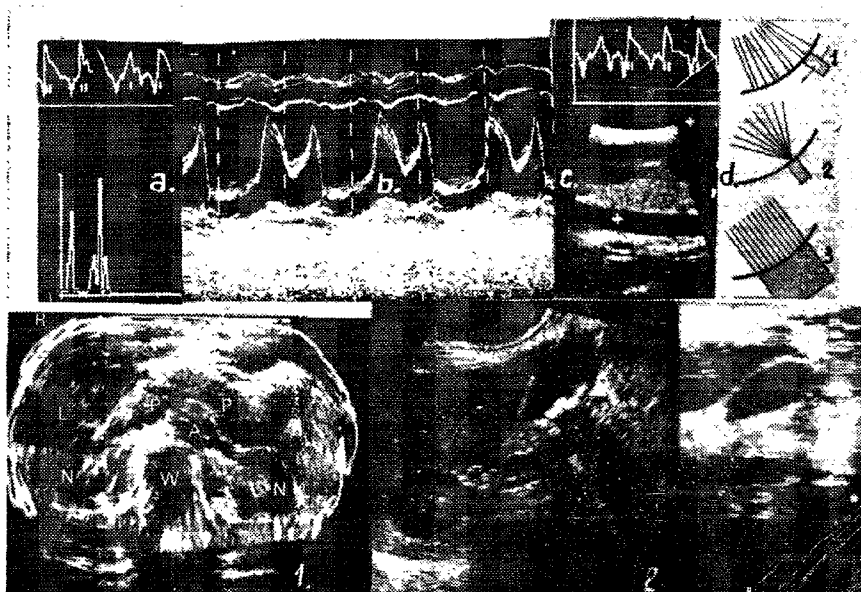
Modurile de ecografie și imaginile realizate:
